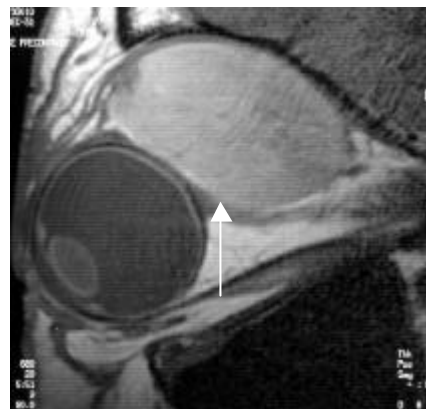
(oben links): Rhabdomyosarkom: axiale, T1-gewichteten MRT mit Kontrastmittelgabe, es zeigt sich eine kontrastmittelaufnehmende Raumforderung im rechten extrakonalen Kompartiment.
